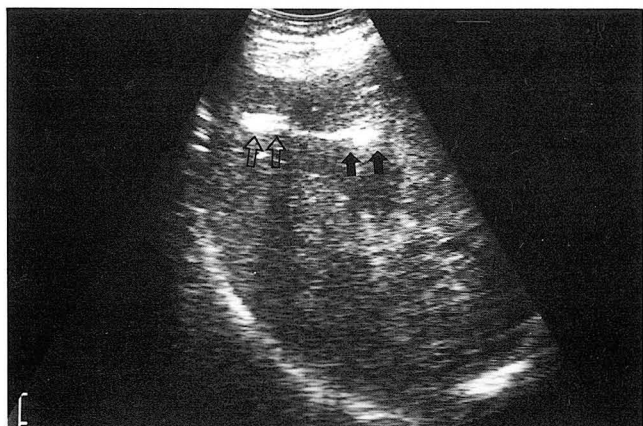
Ultrasonography after gelfoam plugging into the biopsy site.
